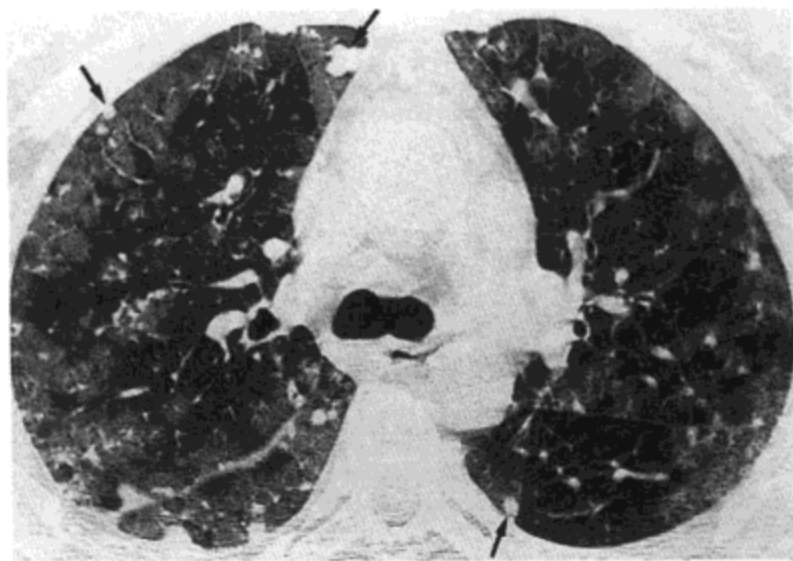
肺转移瘤—不规则的边界。CT 影像 (1.0mm 层厚) 示双肺磨砂玻璃影与多发小结节 (箭号)。病人 52 岁, 女, 患转移性血管瘤。
